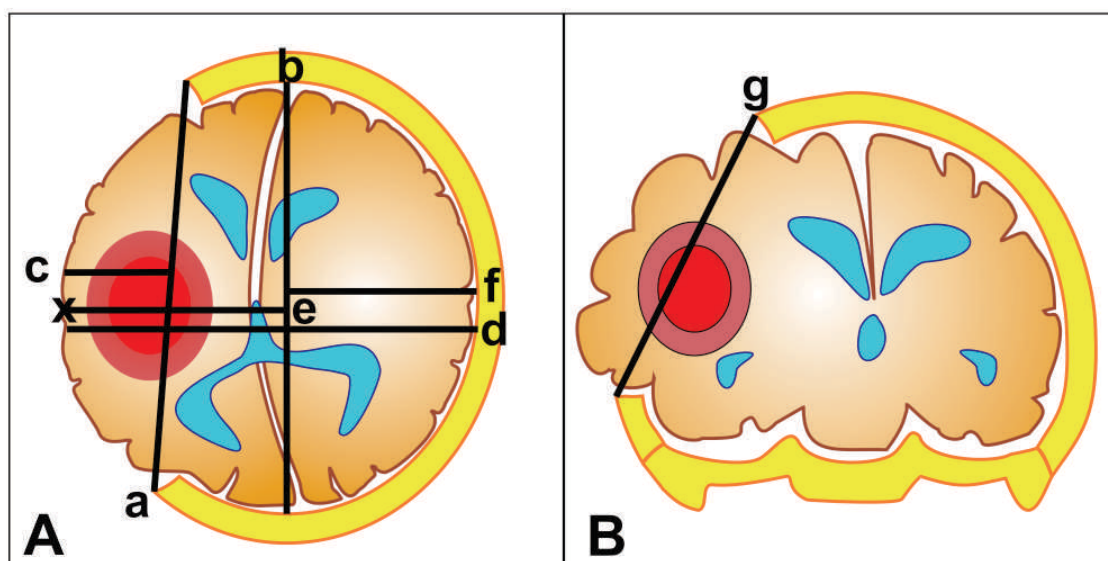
Representación esquemática de la metodología aplicada en las mediciones del tamaño de la craniectomía y la herniación parenquimatosa en los cortes de TC axial (izquierda) y coronal (derecha). a = diámetro máximo de hemicraniectomía; b = diámetro anteroposterior máximo del cráneo; c = magnitud de la herniación del parénquima; d = diámetro horizontal del cerebro; e = ancho del hemisferio del lado de la hemicraniectomía; f = ancho del hemisferio en el lado contralateral. g= diámetro máximo de la craniectomía en el plano coronal.
